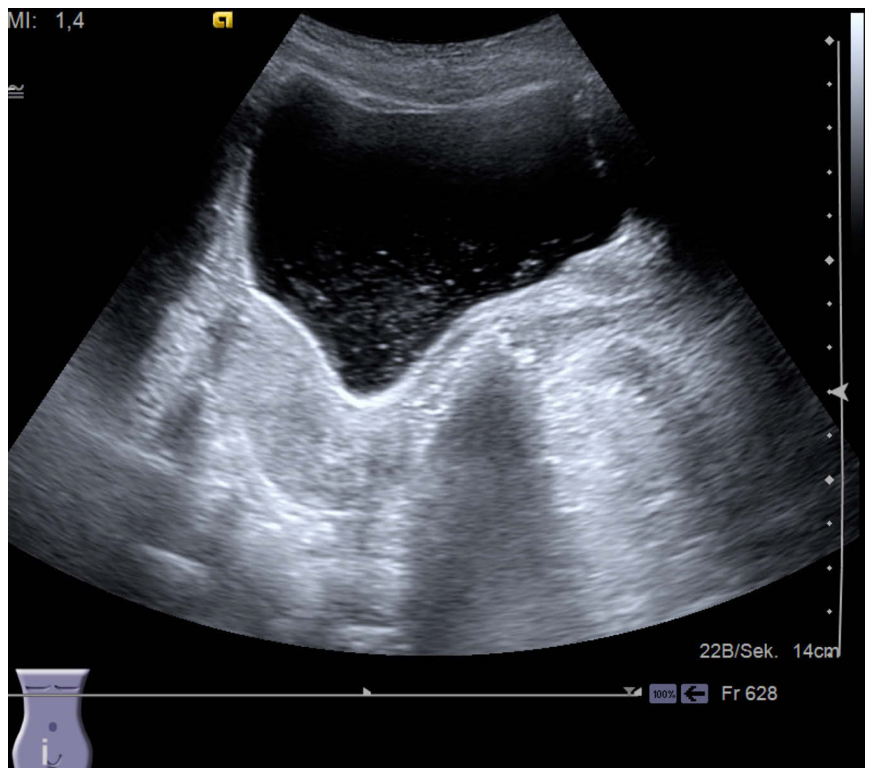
Transabdominelle Sonographie: Vaginale Auftreibung mit dorsalem Schallschatten.
